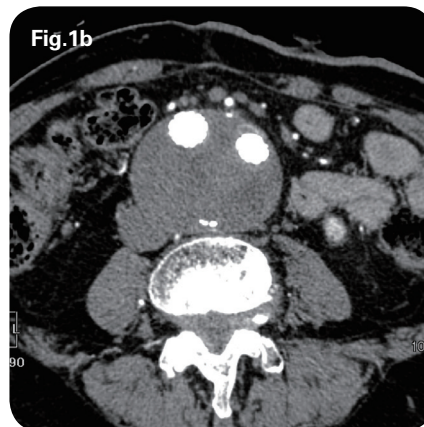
腹部造影 CT 像 腹部大動脈瘤、腸骨動脈瘤に対してステントグラフト留置後持続する type II エンドリークが認められ (c矢印) 動脈瘤は最大短径 57mm 大に増大した。
